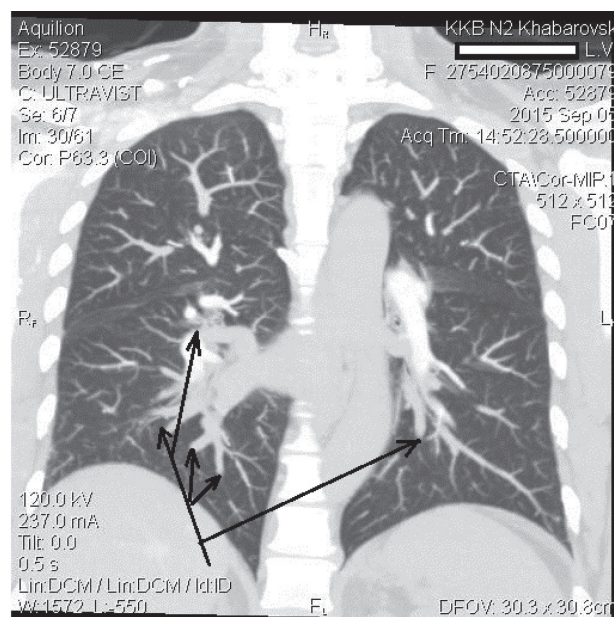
Спиральная компьютерная томограмма органов грудной клетки больной С. при поступлении в ККБ № 2. Стрелками показаны места полной или частичной окклюзии ветвей легочной артерии с обеих сторон
